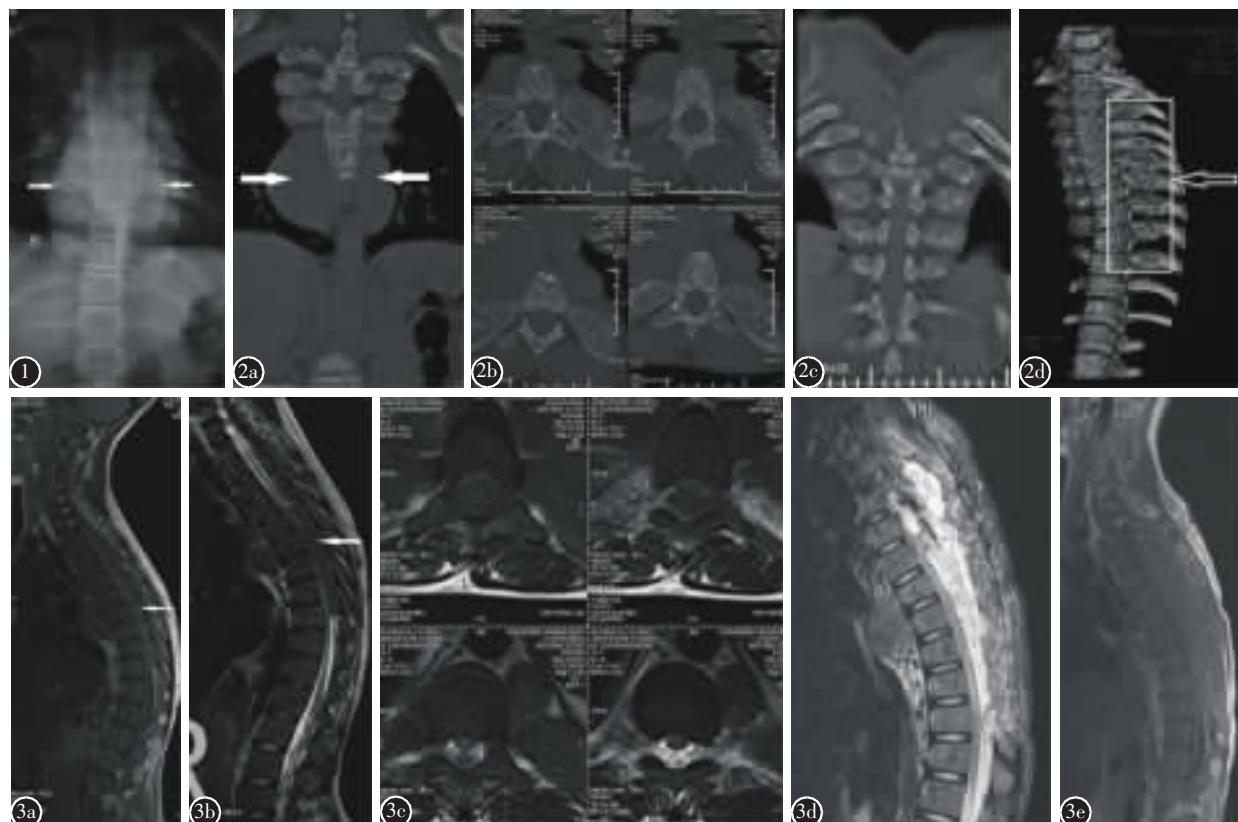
术前胸部 X 线平片显示纵隔巨大肿块 图 2 a 术前胸部 CT 示后纵隔 T6~T8 椎体旁见多发软组织密度肿块及结节,右侧大约 5.8×5.7cm,密度均匀,边缘锐利 b~d 术前胸部 CT 示双侧脊柱旁沟多发边界清晰、圆形或类圆形结节,软组织密度;胸腰椎椎体、附件及肋骨骨质密度普遍减低、骨皮质变薄、骨小梁稀疏而粗大呈网眼状,双侧 T2~T9 肋骨骨端骨质膨大,呈膨胀性改变 图 3 a~c 术前 MRI 矢状位 T1WI 可见 T3~T10 椎管内沿椎管边缘长条形等信号软组织肿块,纵隔可见巨大肿块影;T2WI 可见胸椎管内多发软组织肿块信号,以 T5~T8 压迫明显;术前胸椎 MRI 横轴位可见椎管内占位,压迫脊髓,胸椎旁见软组织肿块影,边界清楚 d,e 术后 2 个月复查 MRI 矢状位显示 T3~T10 椎管内脊髓压迫明显改善
